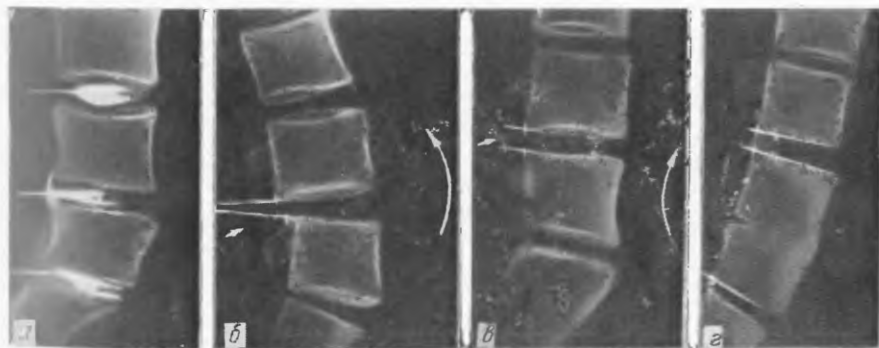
Рентгенограмма больного Б. Подсвязочный разрыв диска  $L_4$  на дисктограмме (а) с явлениями нестабильности на этом уровне, выявленными на функциональных снимках (б и в); костный анкилоз через 7 мес после операции (z).
